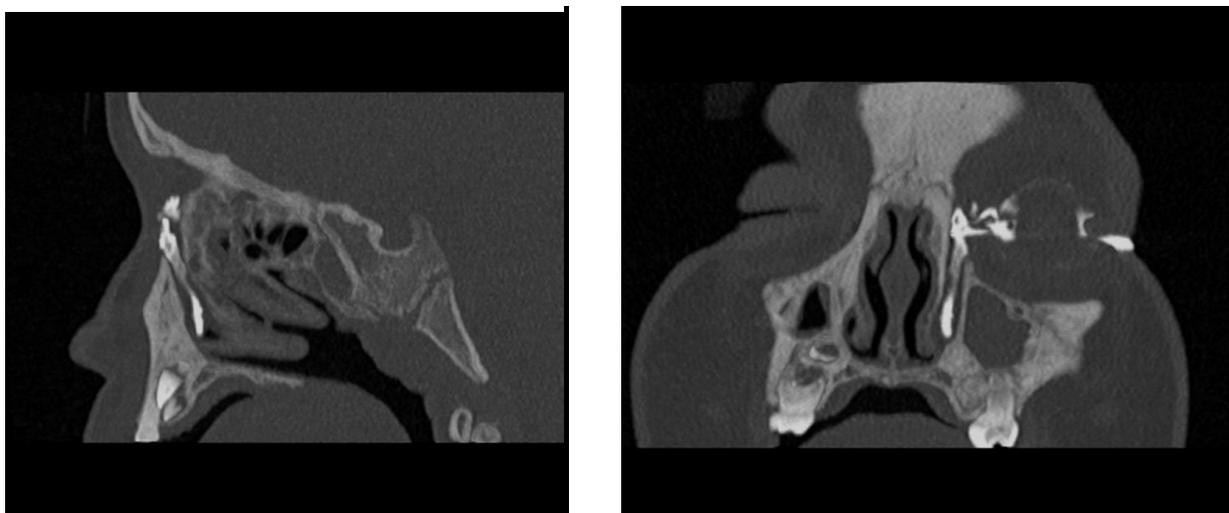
КТ с контрастированием слезных путей. Просвет канала законтрастирован неравномерно: прослеживается дефект контрастирования в верхней части и области устья НСП
